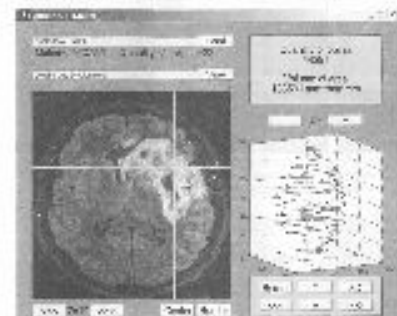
Скриншот программы обработки данных МРТ-снимков
